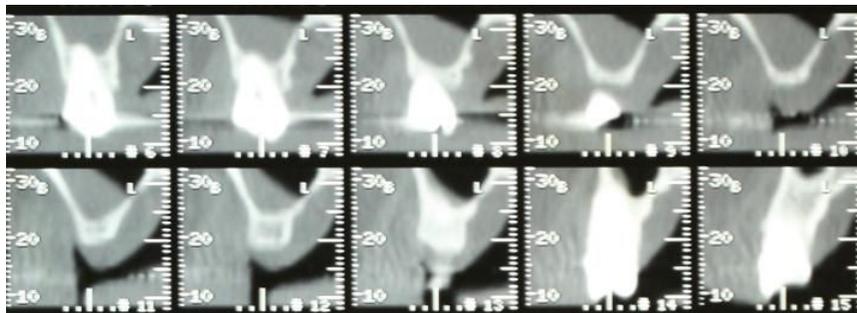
Tomografia inicial lado direito
